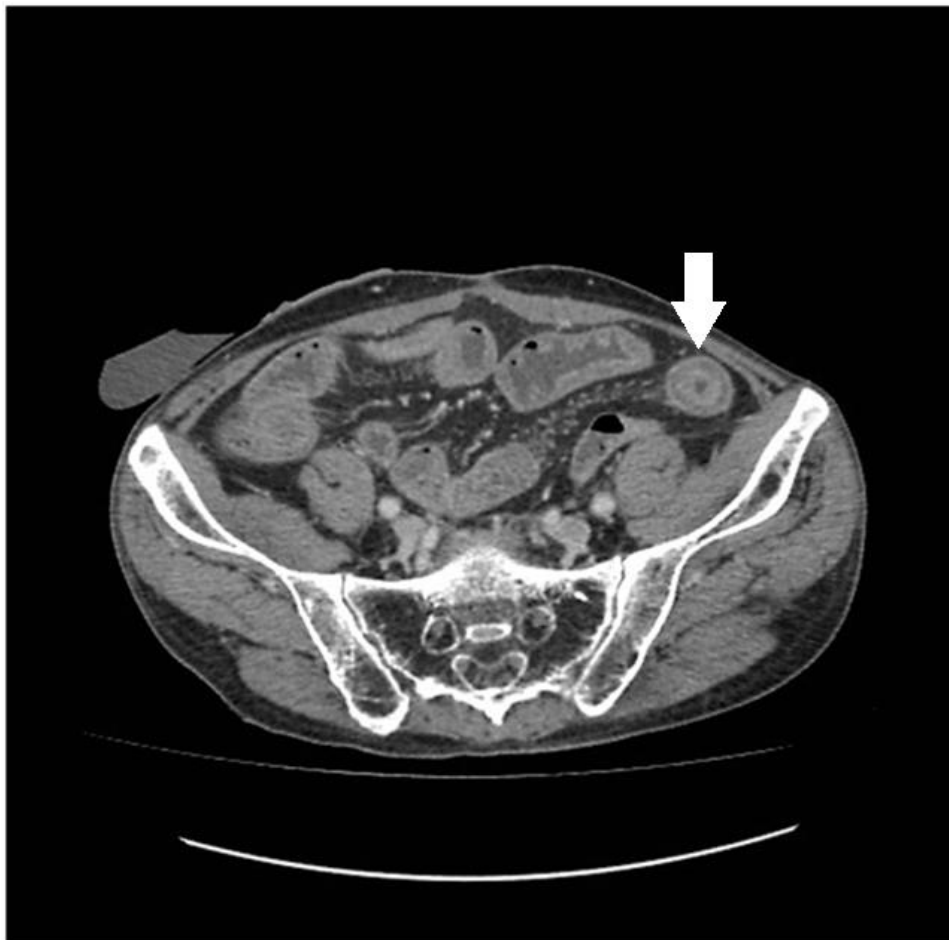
Enterotomografia demonstrando realce estratificado (“em alvo”) de alça ileal à esquerda, indicando doença com inflamação ativa.
